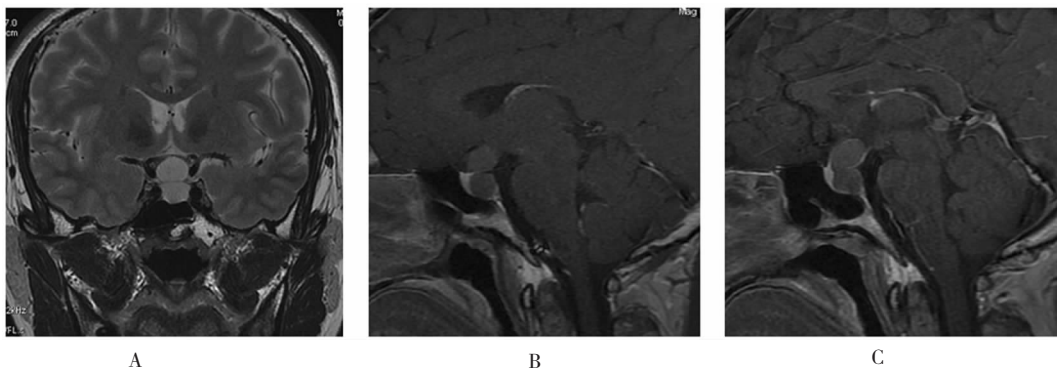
Male,41-year-old,MRI images of the position relationship between Rathke's cleft cyst and pituitary gland
